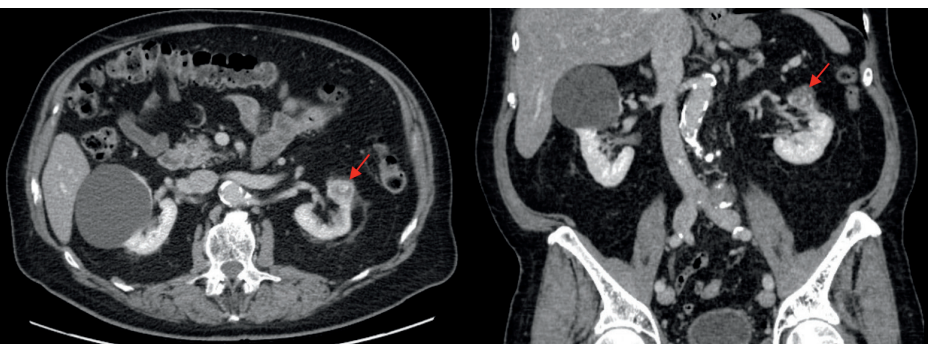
Imágenes de TAC a los 3 años después de la radiación ablativa estereotáctica que muestran la disminución del tumor a 1,1 cm con realce sostenido (flecha roja).
